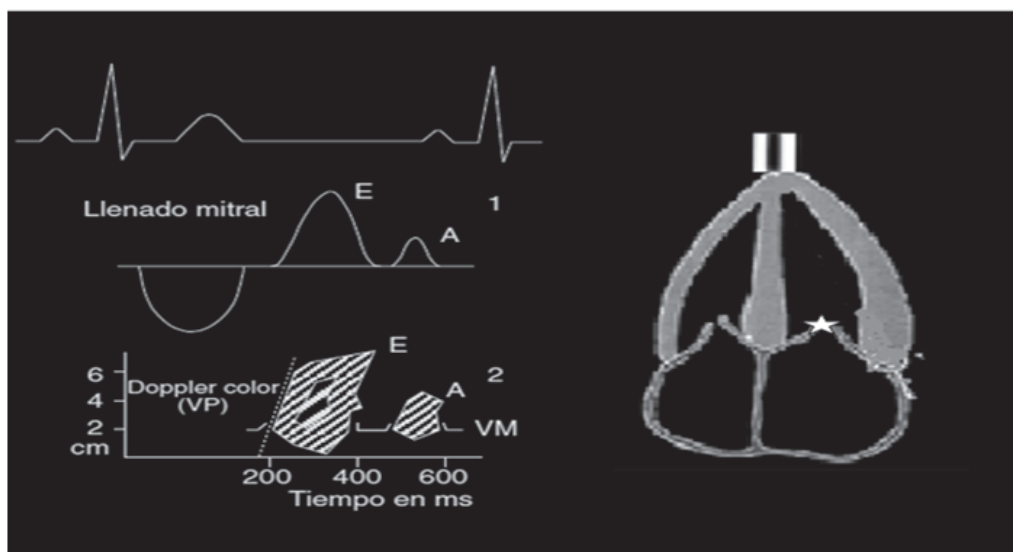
Patrón del doppler color en modo M mitral y su velocidad de propagación (VP) y su relación con el llenado diastólico mitral normal. VP=velocidad de propagación, VM= válvula mitral.
